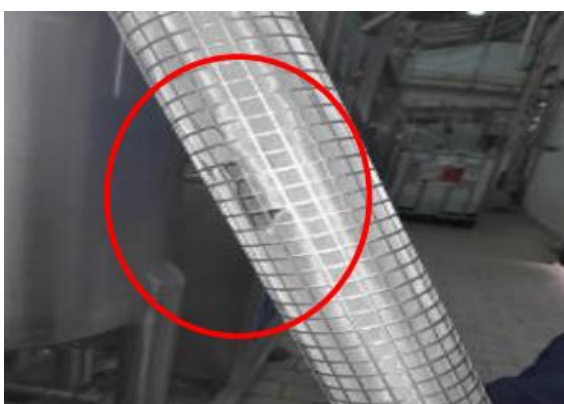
Filtre endommagé au niveau de la station NEP PET 02 et non changer. (Photographie originale)
